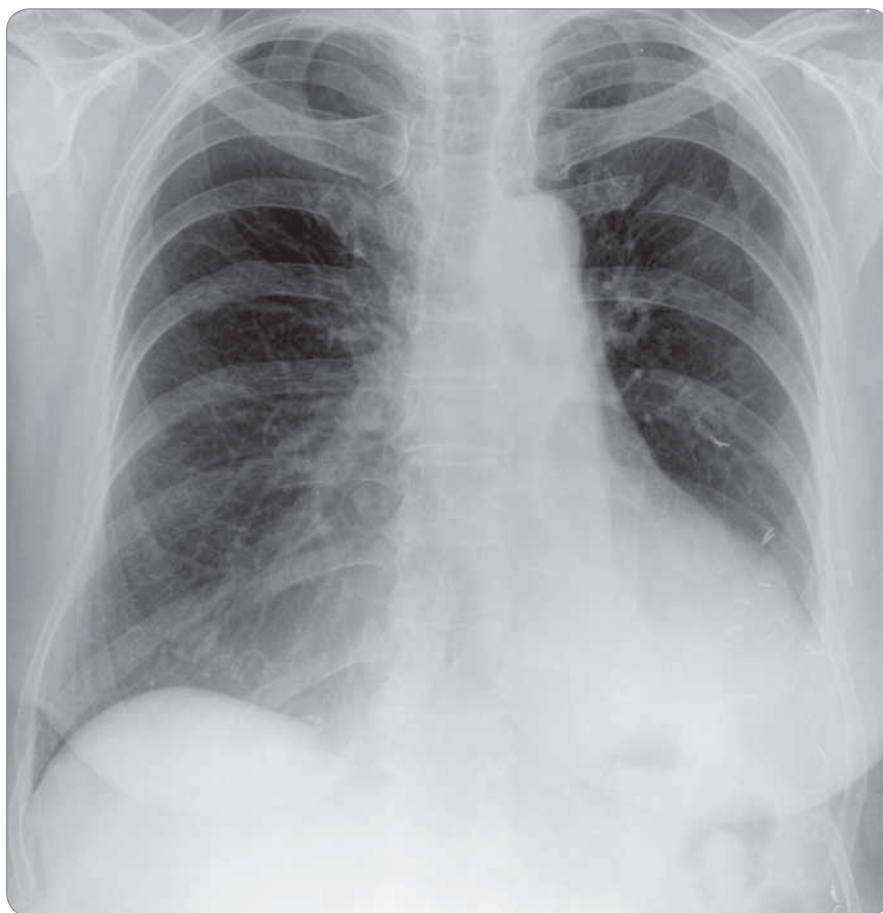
Postoperative X-ray three months after the surgery.
